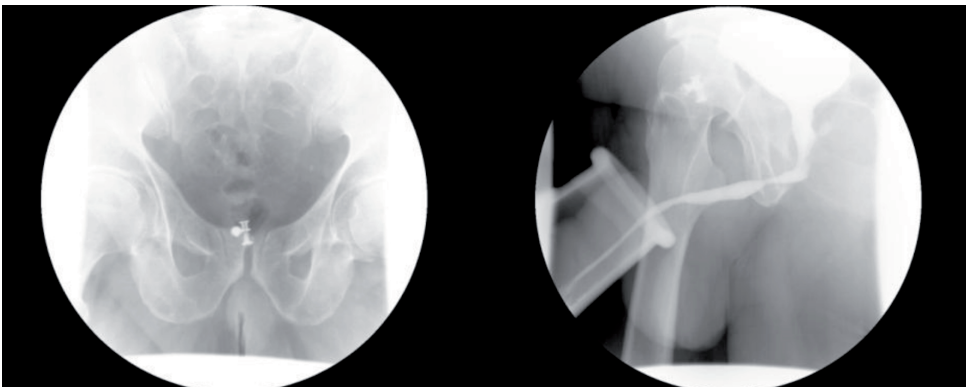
Cistografía con sistema Reemex® (radiografía simple y miccional).
